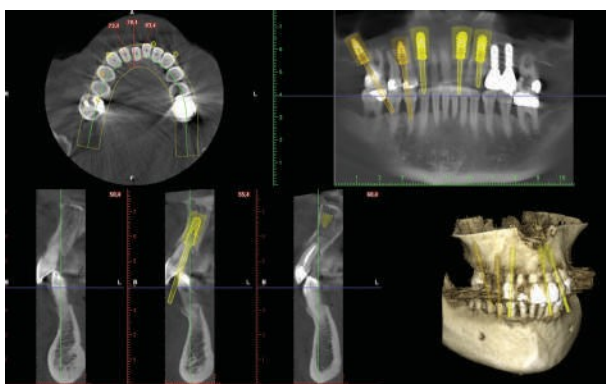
Examen CBCT con la primera planificación implantológica
